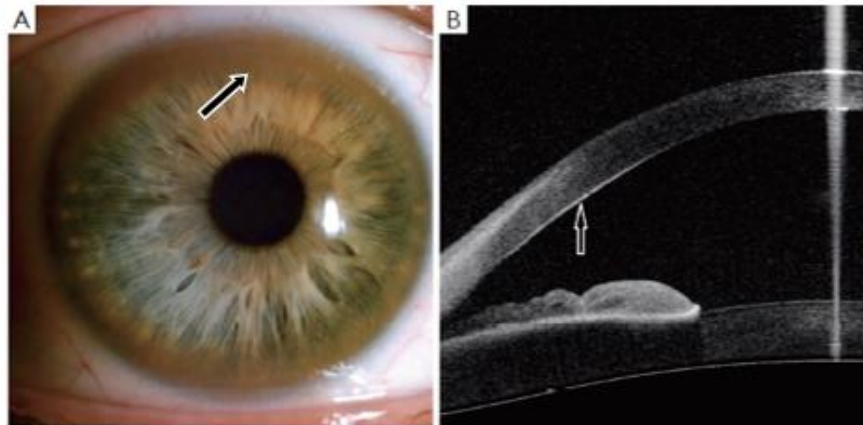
(A) Anel de Kayser-Fleischer num paciente com a Doença de Wilson; (B) Depósitos de cobre vistos numa imagem de tomografia de coerência óptica do segmento anterior na membrana de Descemet, no mesmo paciente; Adaptado da referência 45.
